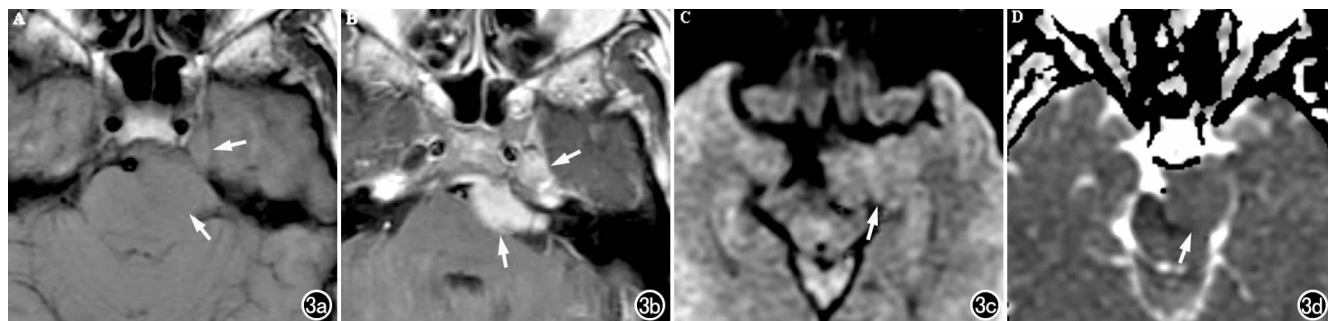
左侧桥小脑角及 MC 脑膜瘤患者。a) T₁WI 示左侧桥小脑角及 MC 有一等信号肿块(箭); b) 增强图像显示肿块均匀强化(箭); c) DWI 示与正常脑白质相比,肿块有片状扩散受限区呈高信号(箭); d) ADC 图显示病灶内有扩散系数减低区(箭),其 ADC 值为(0.93 ± 0.17) $\times 10^{-3}$ mm²/s。
